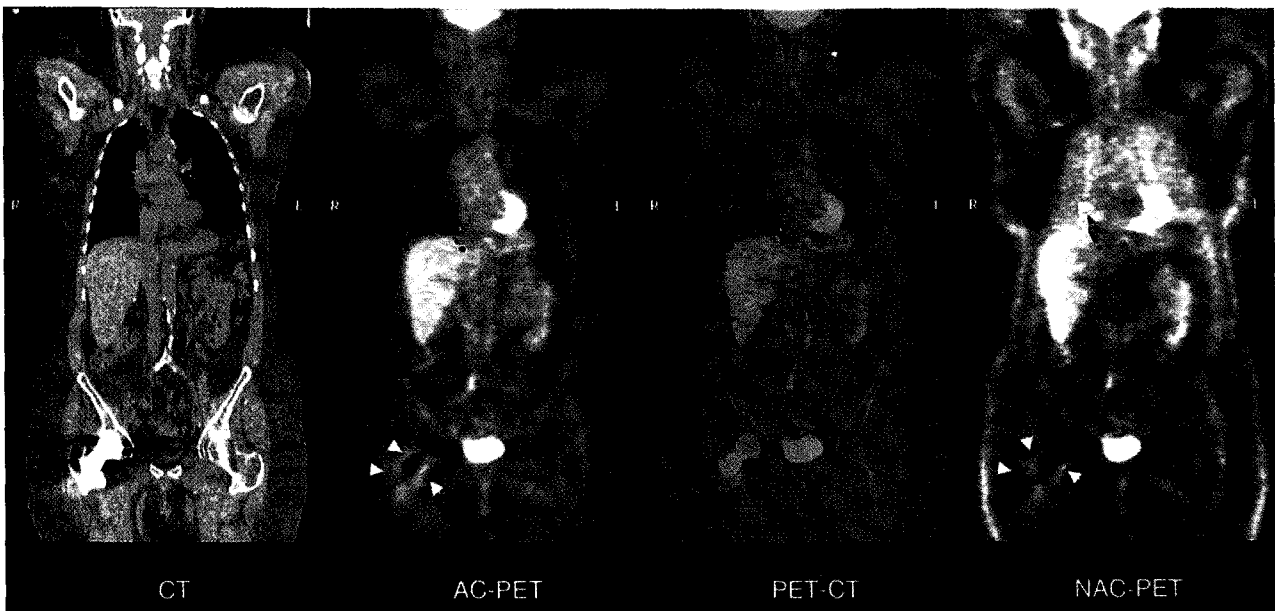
F-18 FDG PET-CT in an asymptomatic patient with right hip prosthesis. Focal uptake around the prosthesis (white arrow heads) in right proximal femur on both AC-PET (attenuation corrected) and NAC-PET (uncorrected) images (right), which is considered to be nonspecific FDG uptake, probably caused by the accumulation of macrophages and multinuclear giant cells attributable to polyethylene wear particles.
